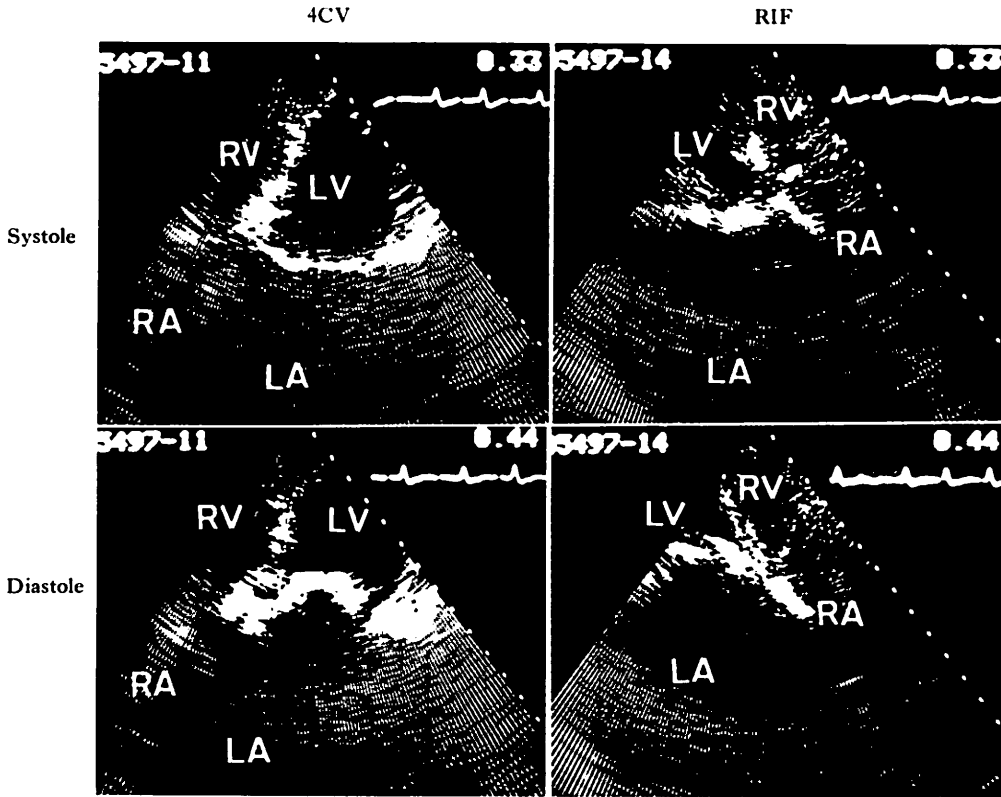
Two-dimensional echocardiograms of the tricuspid ring in a case with mitral valve disease with large left atrium (31-year-old female).
